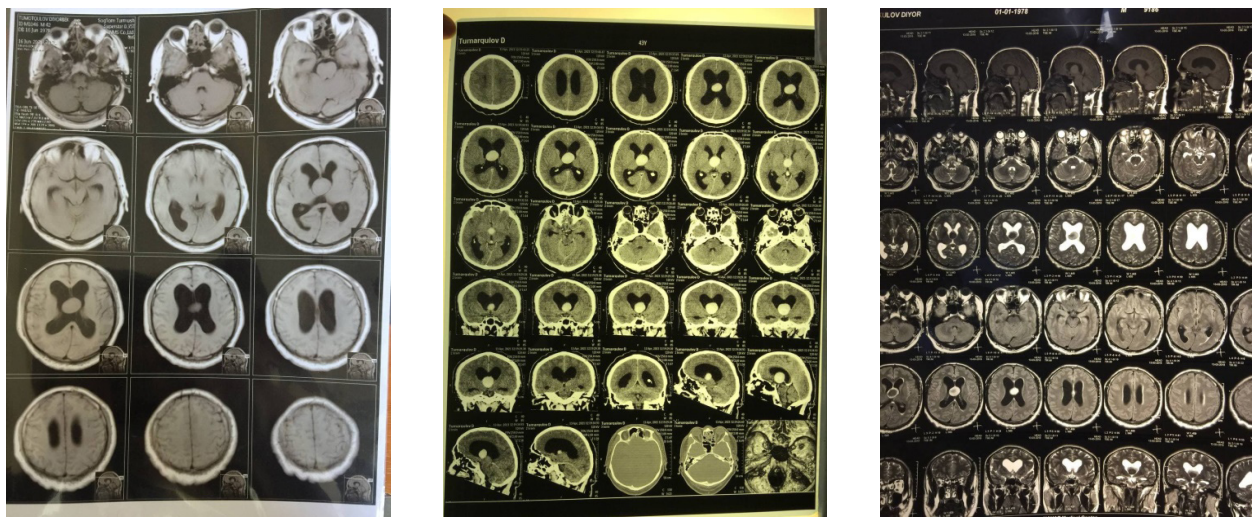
МРТ и МСКТ головного мозга до операции (описание в тексте).
